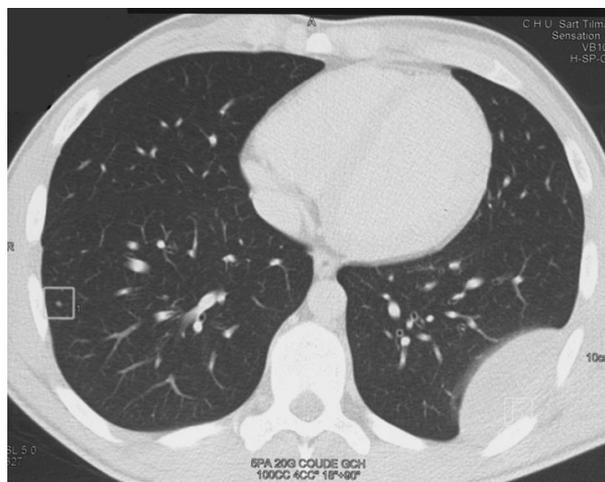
Aspect TDM de la tumeur. Présence d'un micro-nodule controlatéral.
